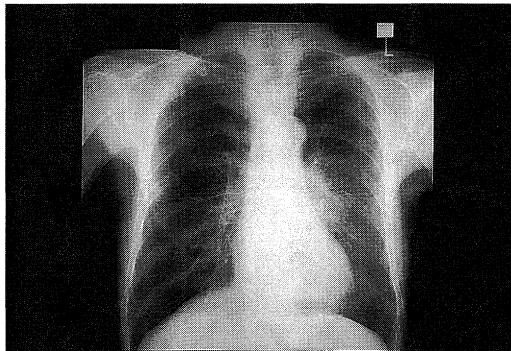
Chest X-ray showing pneumonia in left hilar region(↑).
